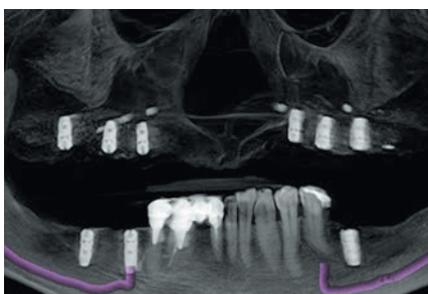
КТ после установки 9 имплантатов на верхней и нижней челюстях
